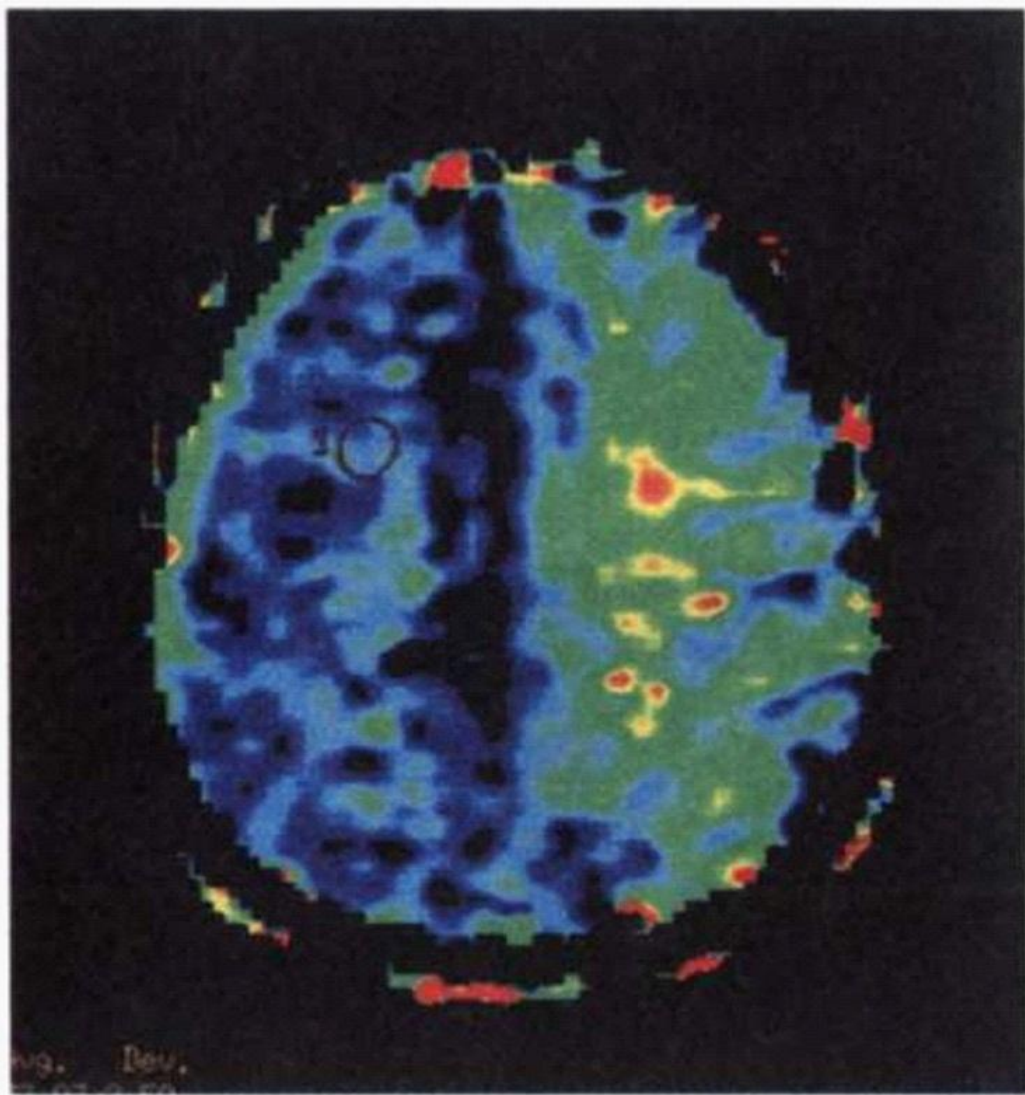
Оценка перфузии головного мозга с помощью МРТ. Нарушение перфузии в левом полушарии вследствие окклюзии левой
